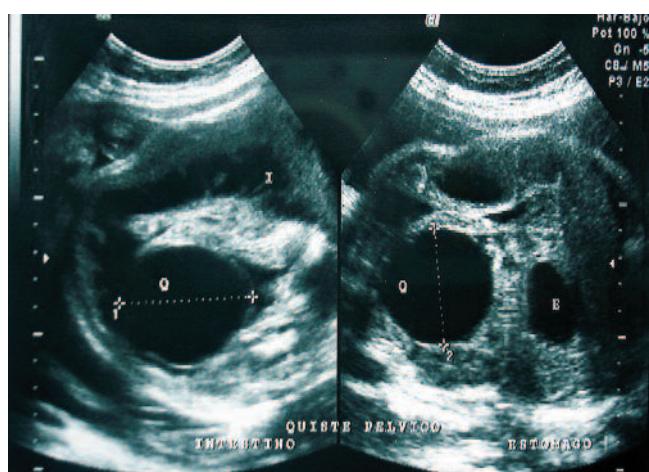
Ecografía prenatal: quiste pélvico y dilatación intestinal.
